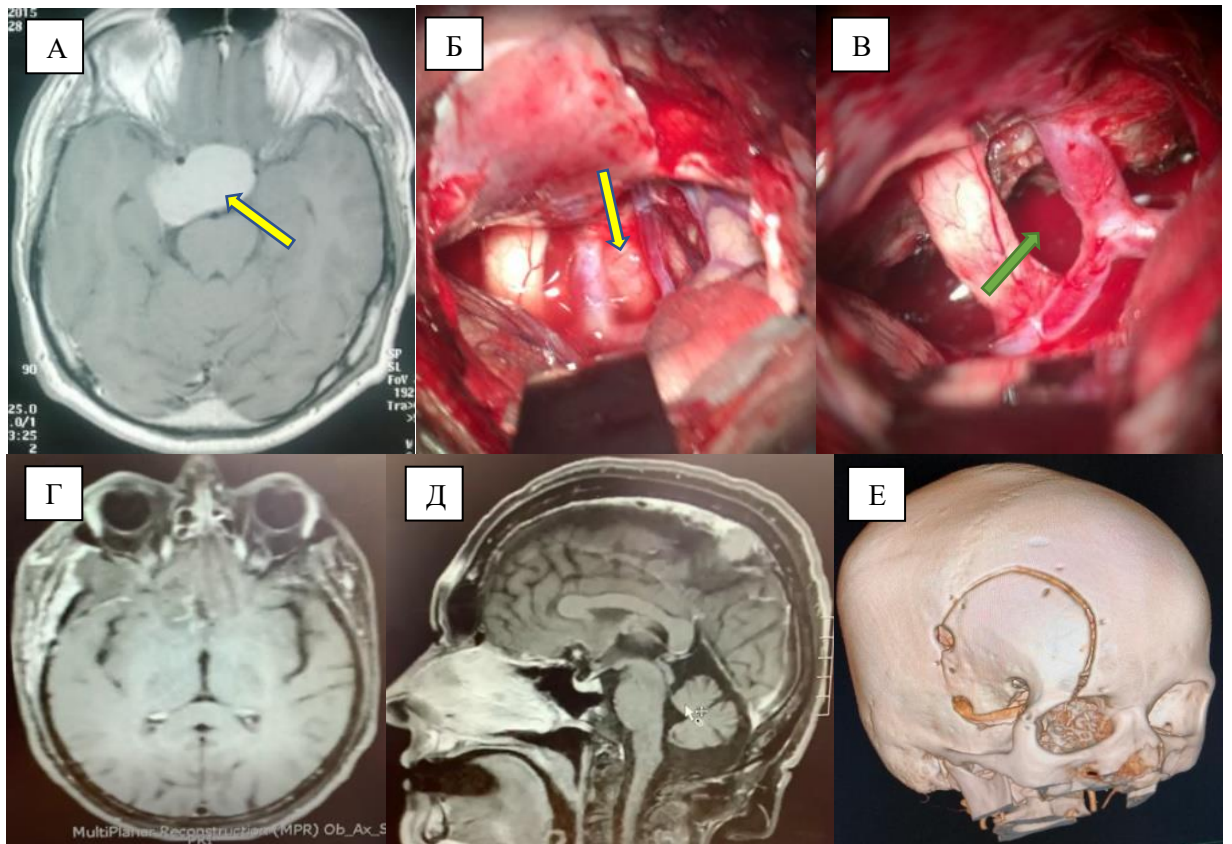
Клинический пример удаления новообразования хиазмально-селлярной области (И/б №39991-с). А – МРТ головного мозга с контрастированием – визуализируется накопление контрастного препарата с правосторонней латерализацией в ХСО. Б – вид операционной раны через микроскоп – визуализируется опухоль (стрелка) за зрительным нервом и областью бифуркации ВСА. В - вид операционной раны после удаления опухоли, ложе удаленной опухоли указано стрелкой. Г – МРТ головного мозга, контроль через 3 месяца, аксиальная проекция. Д – МРТ головного мозга, контроль через 3 месяца, сагиттальная проекция. Е – КТ головного мозга с 3D-реконструкцией
